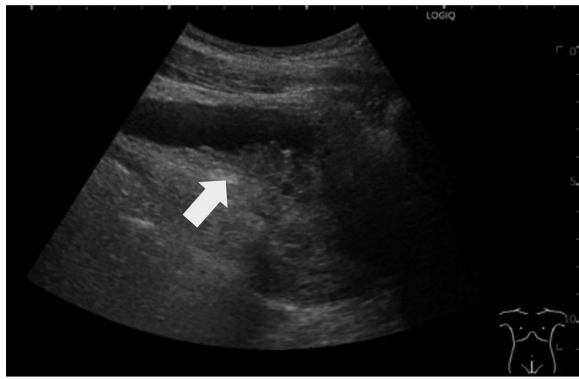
Abdominal ultrasonography image (sagittal plane) showing thickened bladder neck mucosa with heterogeneous hypoechogenicity, as indicated by arrow.
